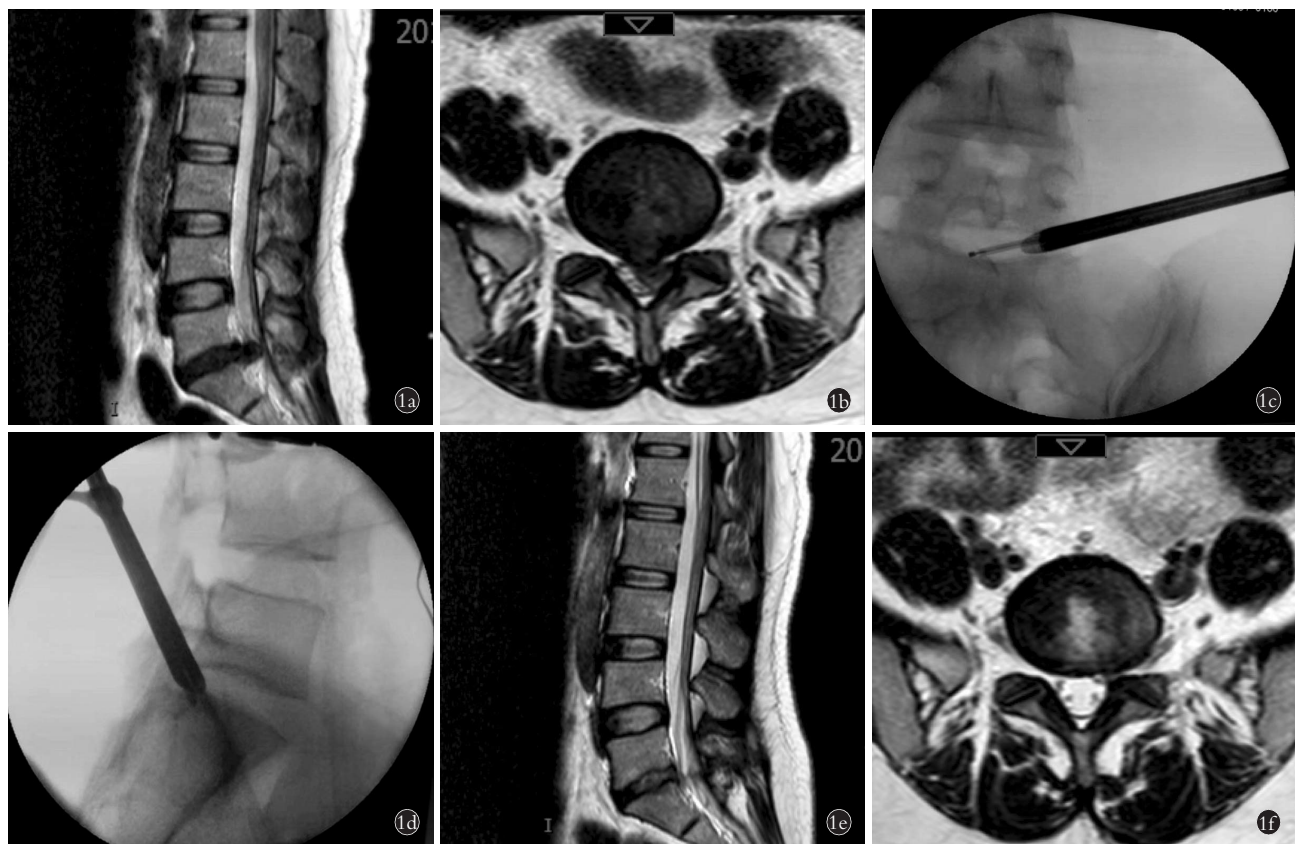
女性患者，40 岁，L₅/S₁ 腰椎间盘突出症，行 PETD 手术 1a,1b. 术前矢状位及横断面 MRI 可见椎间盘突出，压迫脊髓神经 1c,1d. 术中正侧位透视片 1e,1f. 术后 6 个月矢状位及横断面 MRI 可见手术减压良好
